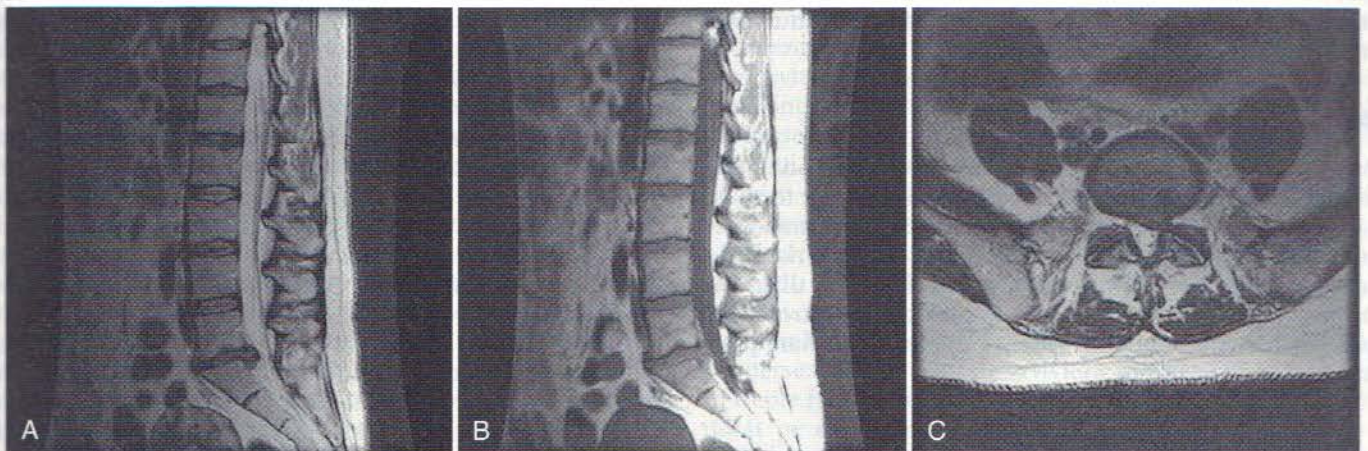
Protruzie discală la o femeie în vârstă de 48 de ani, ce suferă de dorsalgie și de durere la nivelul membrului inferior stâng. A și B, Imagini IRM în plan sagital, ponderate T_2 și T_1 , ce arată protruzie discală cu extensie caudală la nivelul L5-S1. C, Imagine IRM în plan axial ponderată T_2 , ce arată că protruzia este situată paracentral stânga în cavitatea laterală, ocupând spațiul rădăcinii S1.
